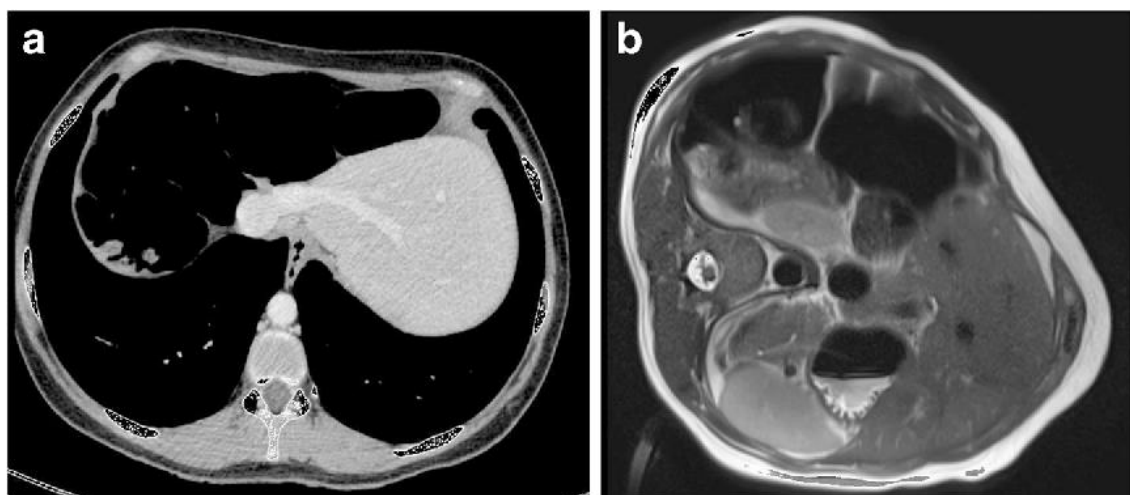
Distopia ficatului. Imagini CT și RMN arată o interpunere hepatodiafragmatică a colonului (a); mișcarea ficatului în cadranul superior stâng în decubit lateral stâng (b) [21]
